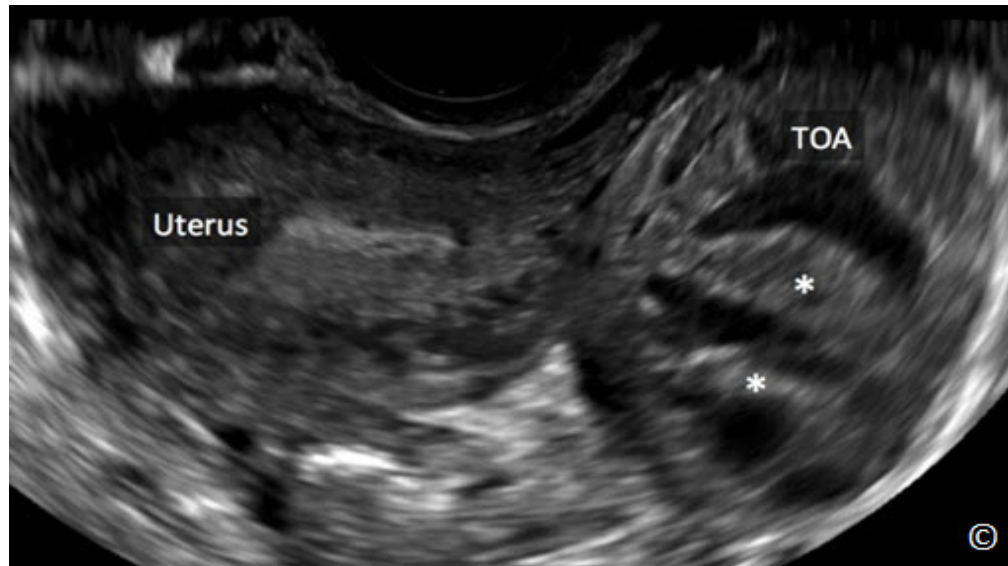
Ultrasonido transvaginal de un absceso tubo-ovárico (TOA). Obsérvese la forma ovoide del TOA, con paredes y septos engrosados (asteriscos). El útero (marcado) se observa adyacente al TOA.
